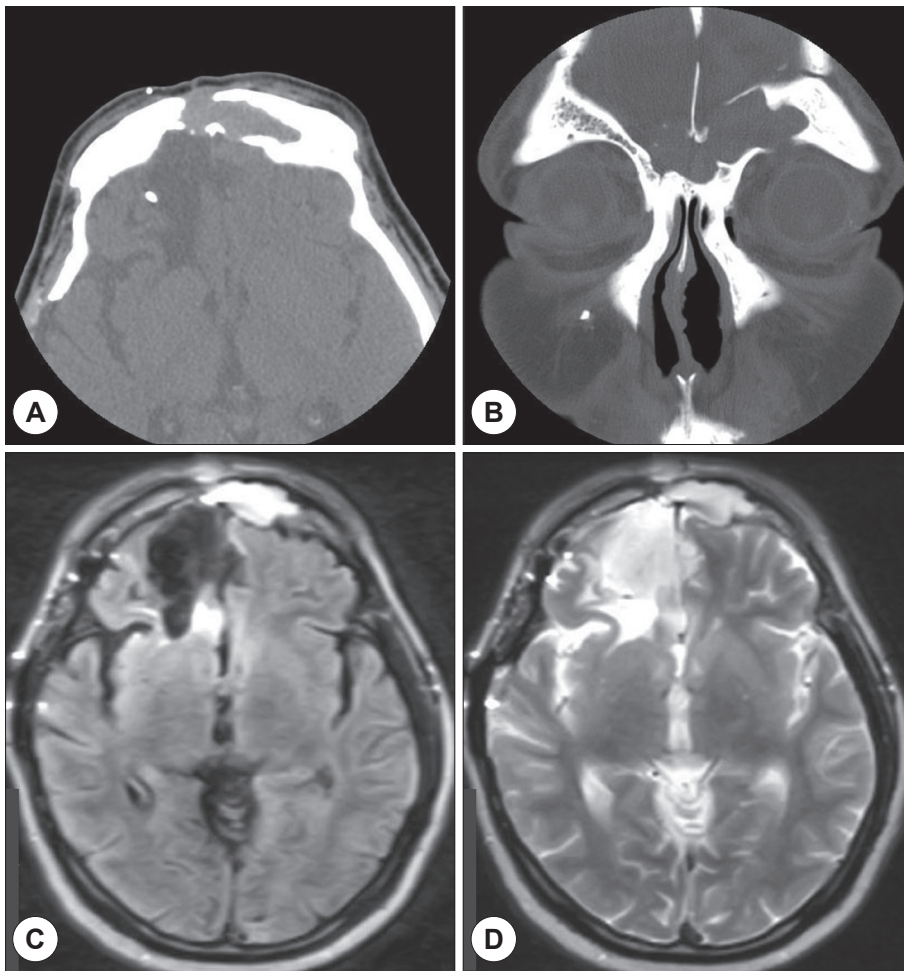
CT scan shows an expansile left frontal sinus mucocoele with destructed anterior and posterior tables of frontal sinus. (A) axial, (B) coronal. MRI shows the mucocoele with high signal intensity in T1 weighted image and intermediate signal intensity in T2 weighted image. (C) axial, T1, (D) axial, T2.
